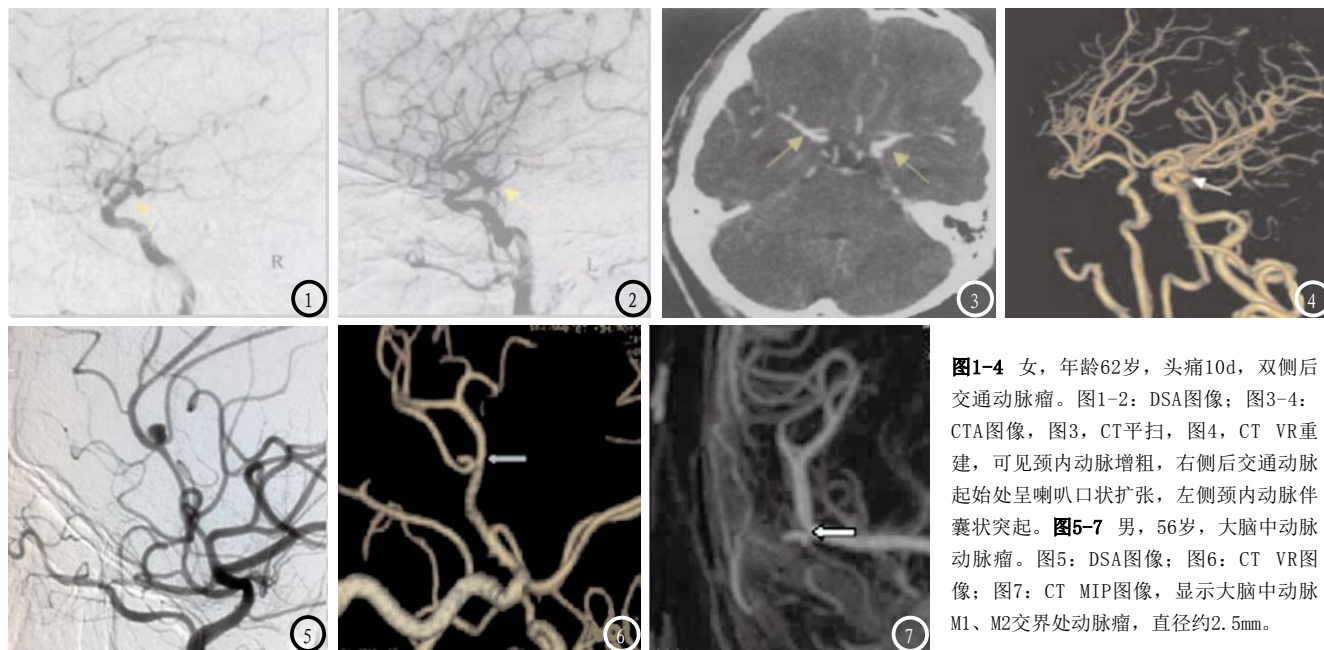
女, 年龄62岁, 头痛10d, 双侧后交通动脉瘤。图1-2: DSA图像; 图3-4: CTA图像, 图3, CT平扫, 图4, CT VR重建, 可见颈内动脉增粗, 右侧后交通动脉起始处呈喇叭口状扩张, 左侧颈内动脉伴囊状突起。图5-7 男, 56岁, 大脑中动脉动脉瘤。图5: DSA图像; 图6: CT VR图像; 图7: CT MIP图像, 显示大脑中动脉M1、M2交界处动脉瘤, 直径约2.5mm。
